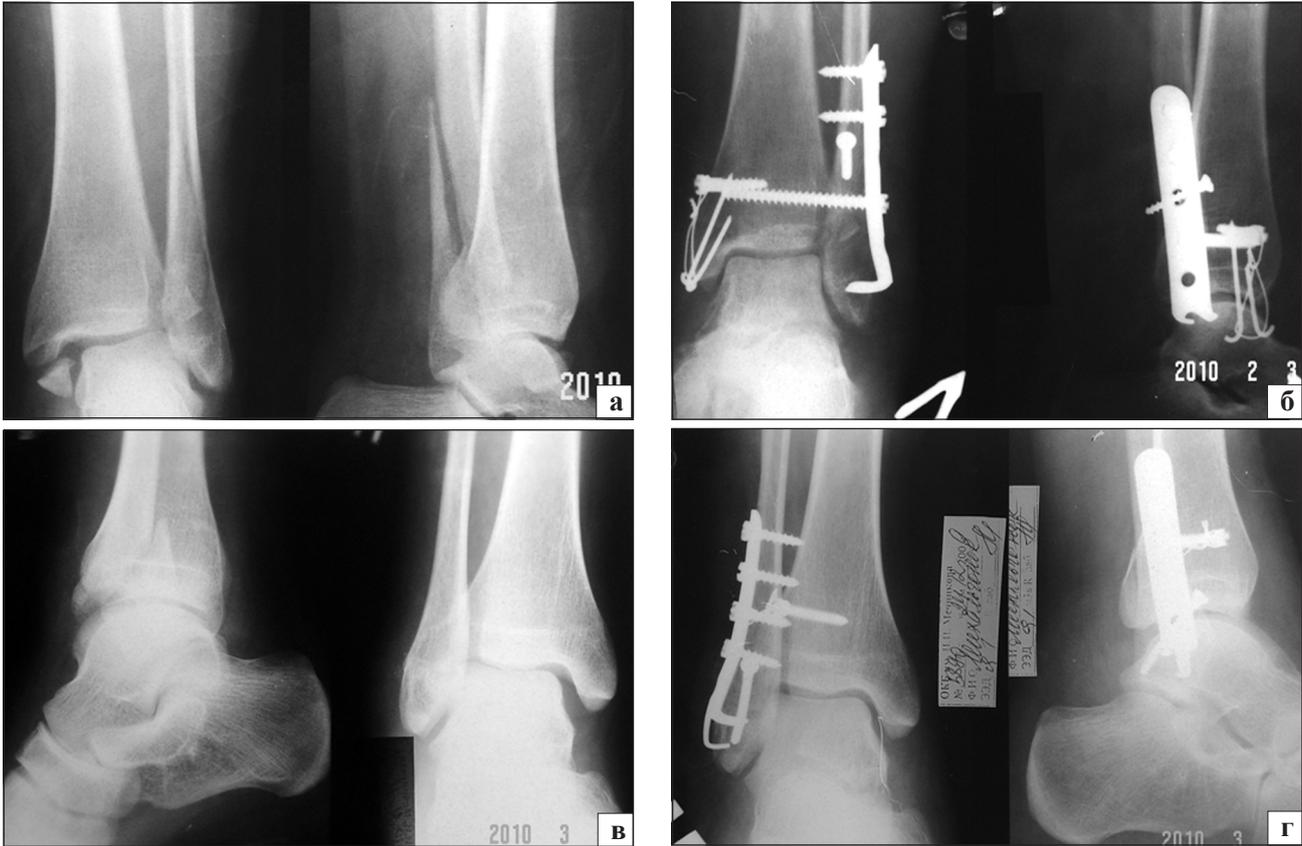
Фотоотпечатки рентгенограмм больных после остеосинтеза двузубой пластиной (а, б) и трехзубой пластиной (в, г)
